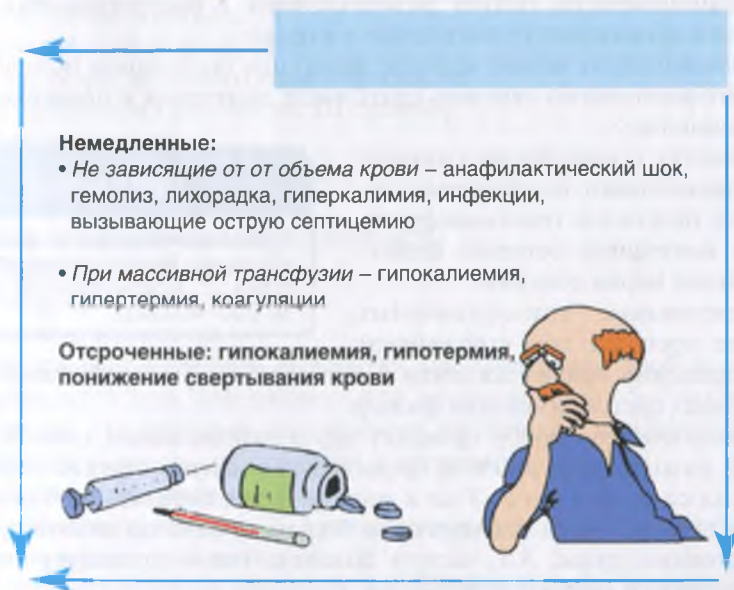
Осложнения гемотрансфузии
